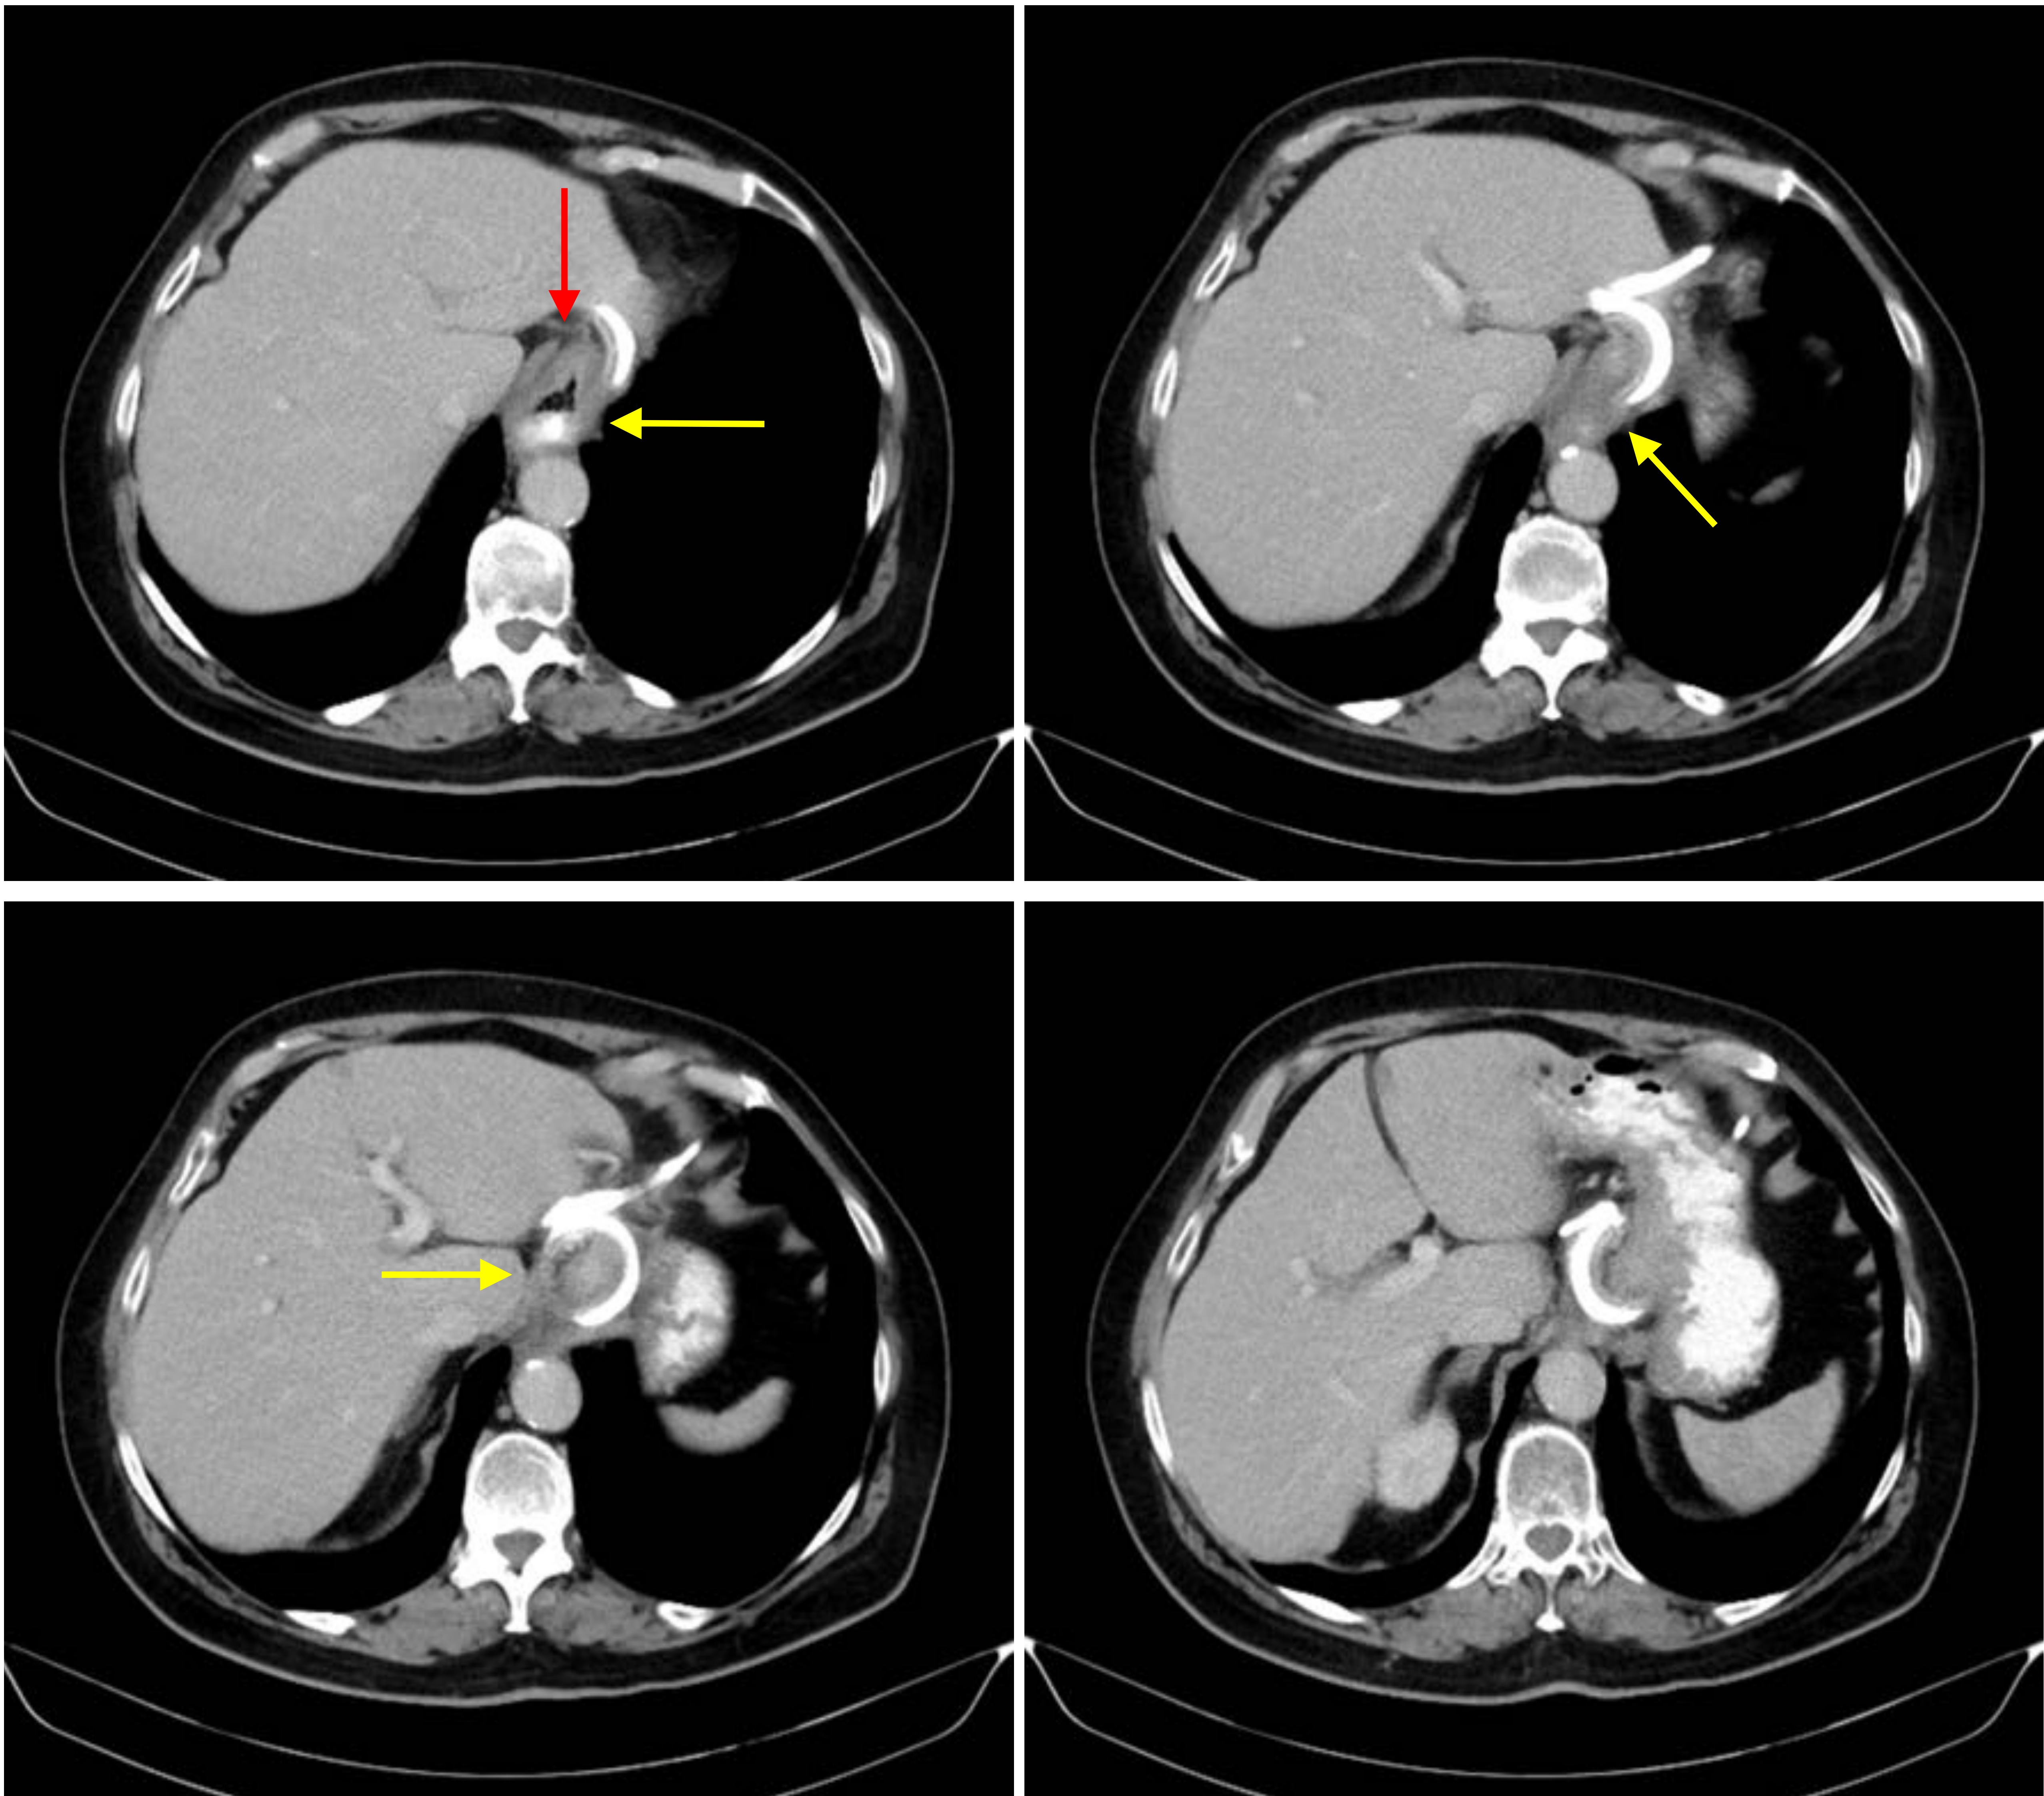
TC de abdomen con administración de contraste oral e IV. Mismo paciente figura 8.
